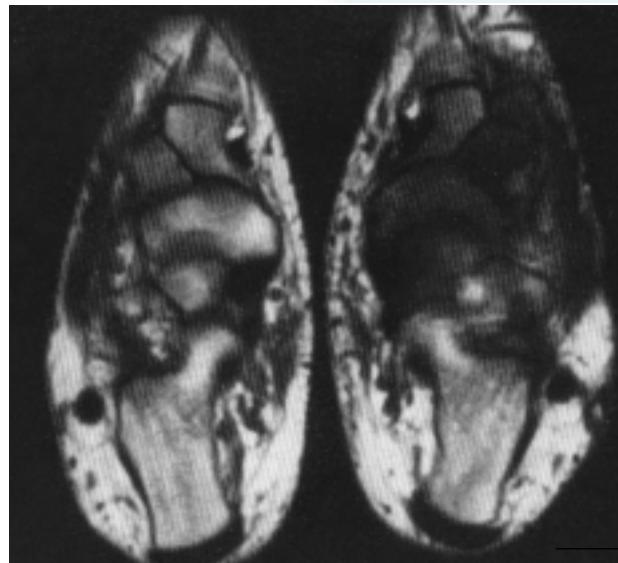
• Scansione RM T1 pesata con evidenza di una diminuzione del segnale al talo di sinistra, allo scafoide, al primo e secondo osso cuneiforme e alla base del primo osso metatarsale.
